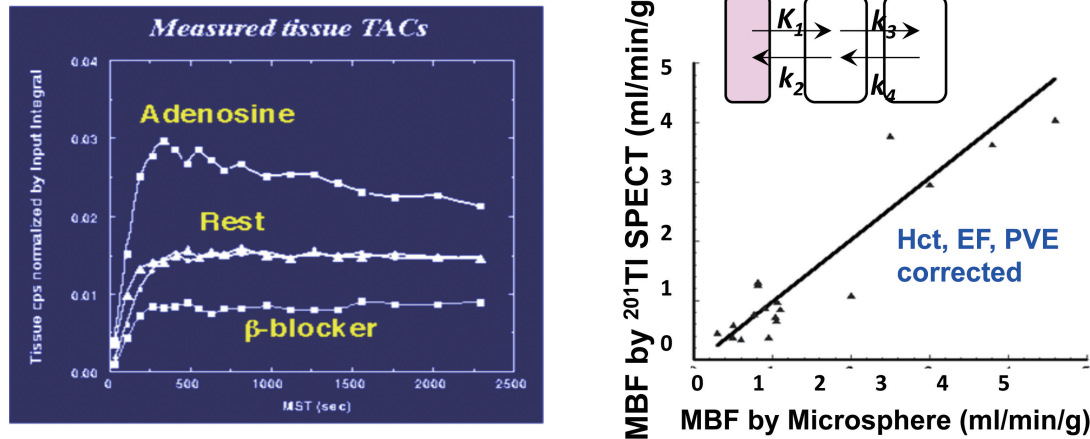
$^{201}\text{Tl}$  投与の後に SPECT 撮像を行って得た、局所の心筋放射能濃度曲線と、コンパートメントモデルを用いて得た局所心筋血流のマイクロスフェア流量との比較
